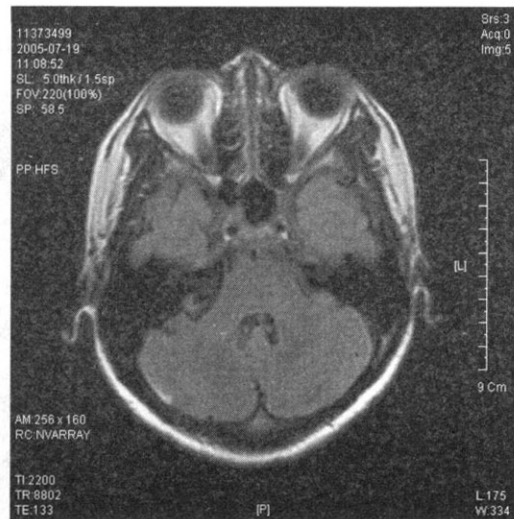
Br-MRI & Angio after Micro-vascular-decompression
